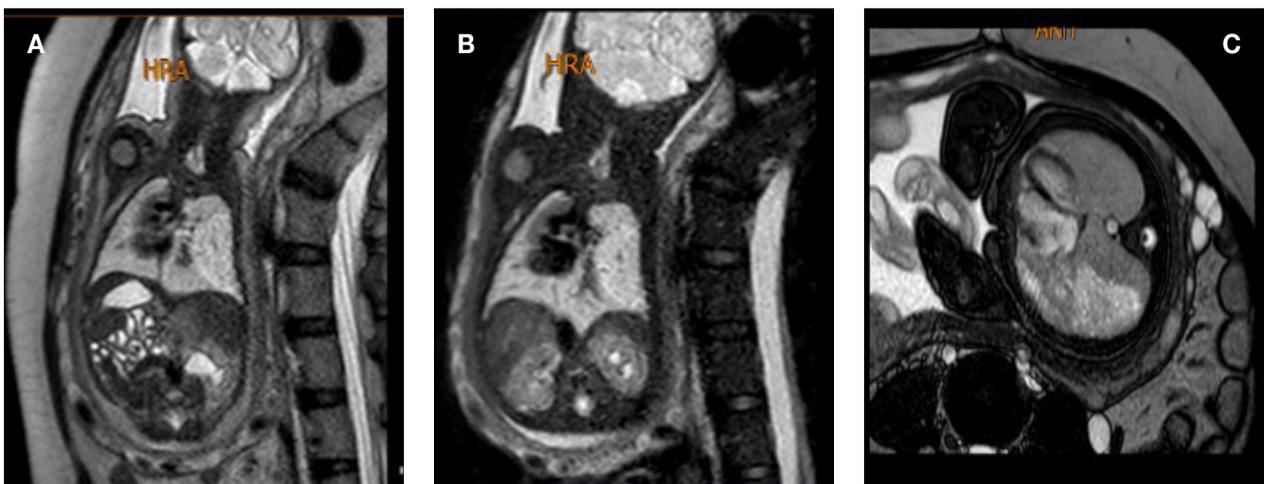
Estudio realizado en un equipo 1.5 teslas estudio simple. MRI prenatal (30 semanas de gestación). A y B) cortes sagitales secuencias T2 C) corte transversal. A nivel de tórax y el abdomen que muestran incremento de la señal en las secuencias sensibles a los líquidos en el pulmón derecho. Compatibles con malformación adenomatoidea quística.
